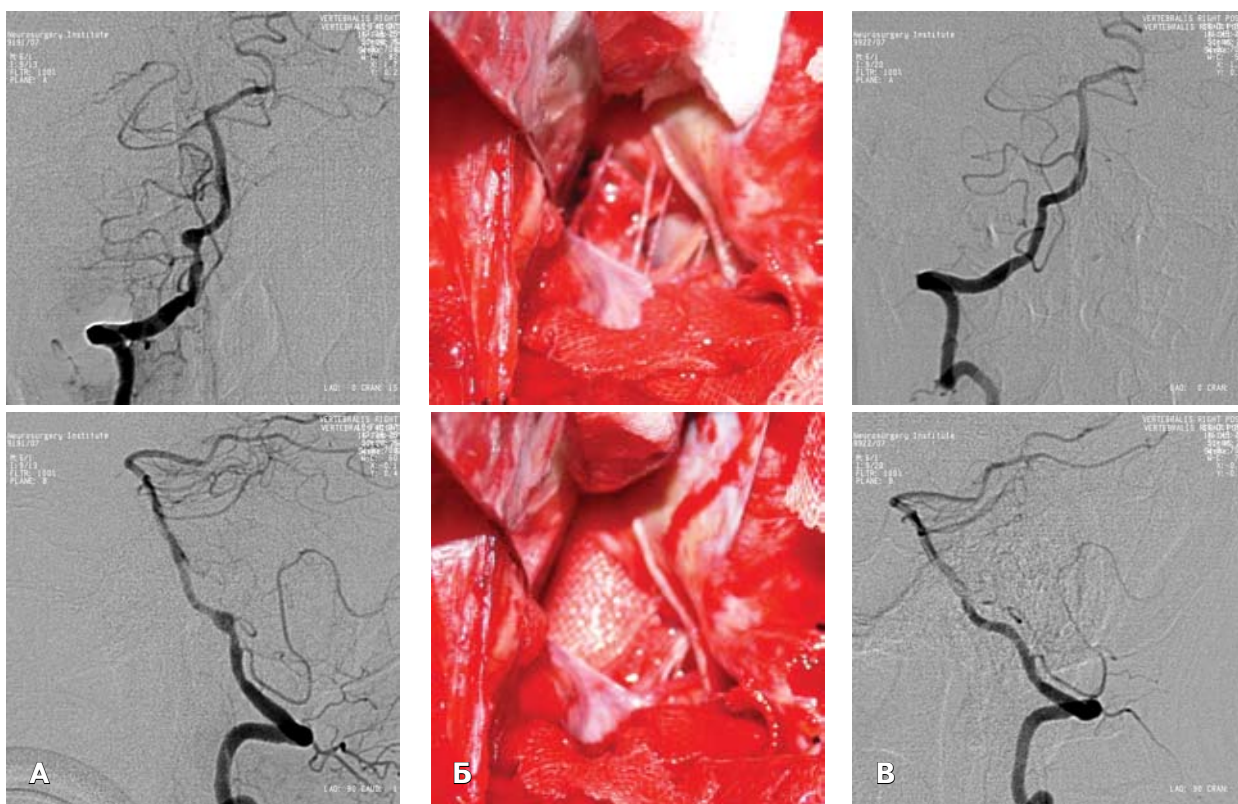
Фузиформна АА правої ХА. А — ангиограми до операції; Б — операційні фото; В — контрольні ангиограми після укріплення АА за допомогою пластини тахокомбу та хірургічної марлі, АА не контрастується.
